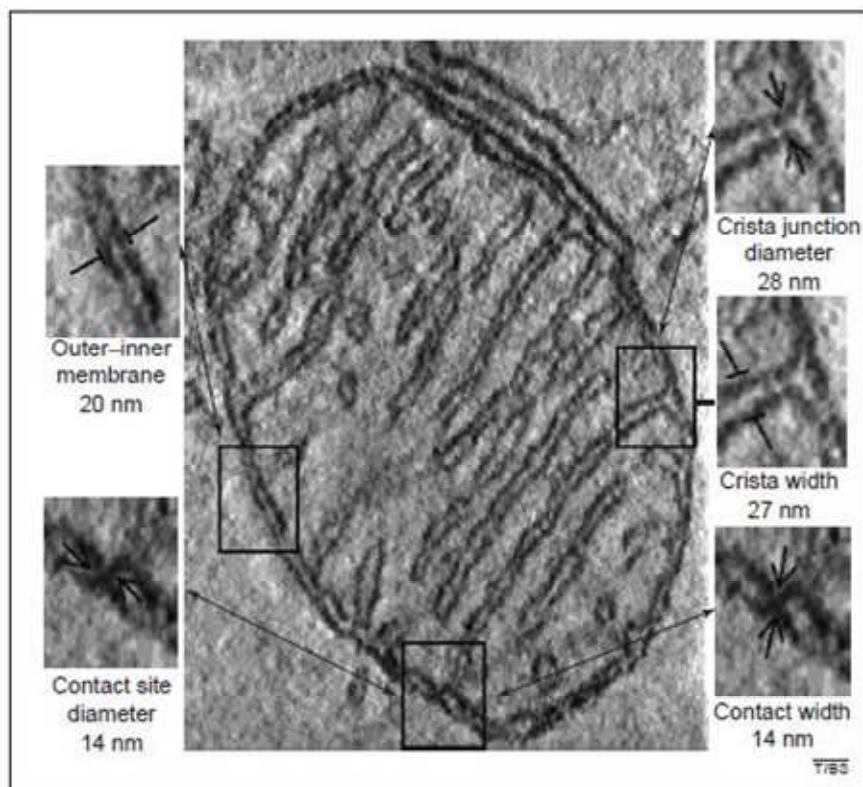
Image obtenue par tomographie 3D
